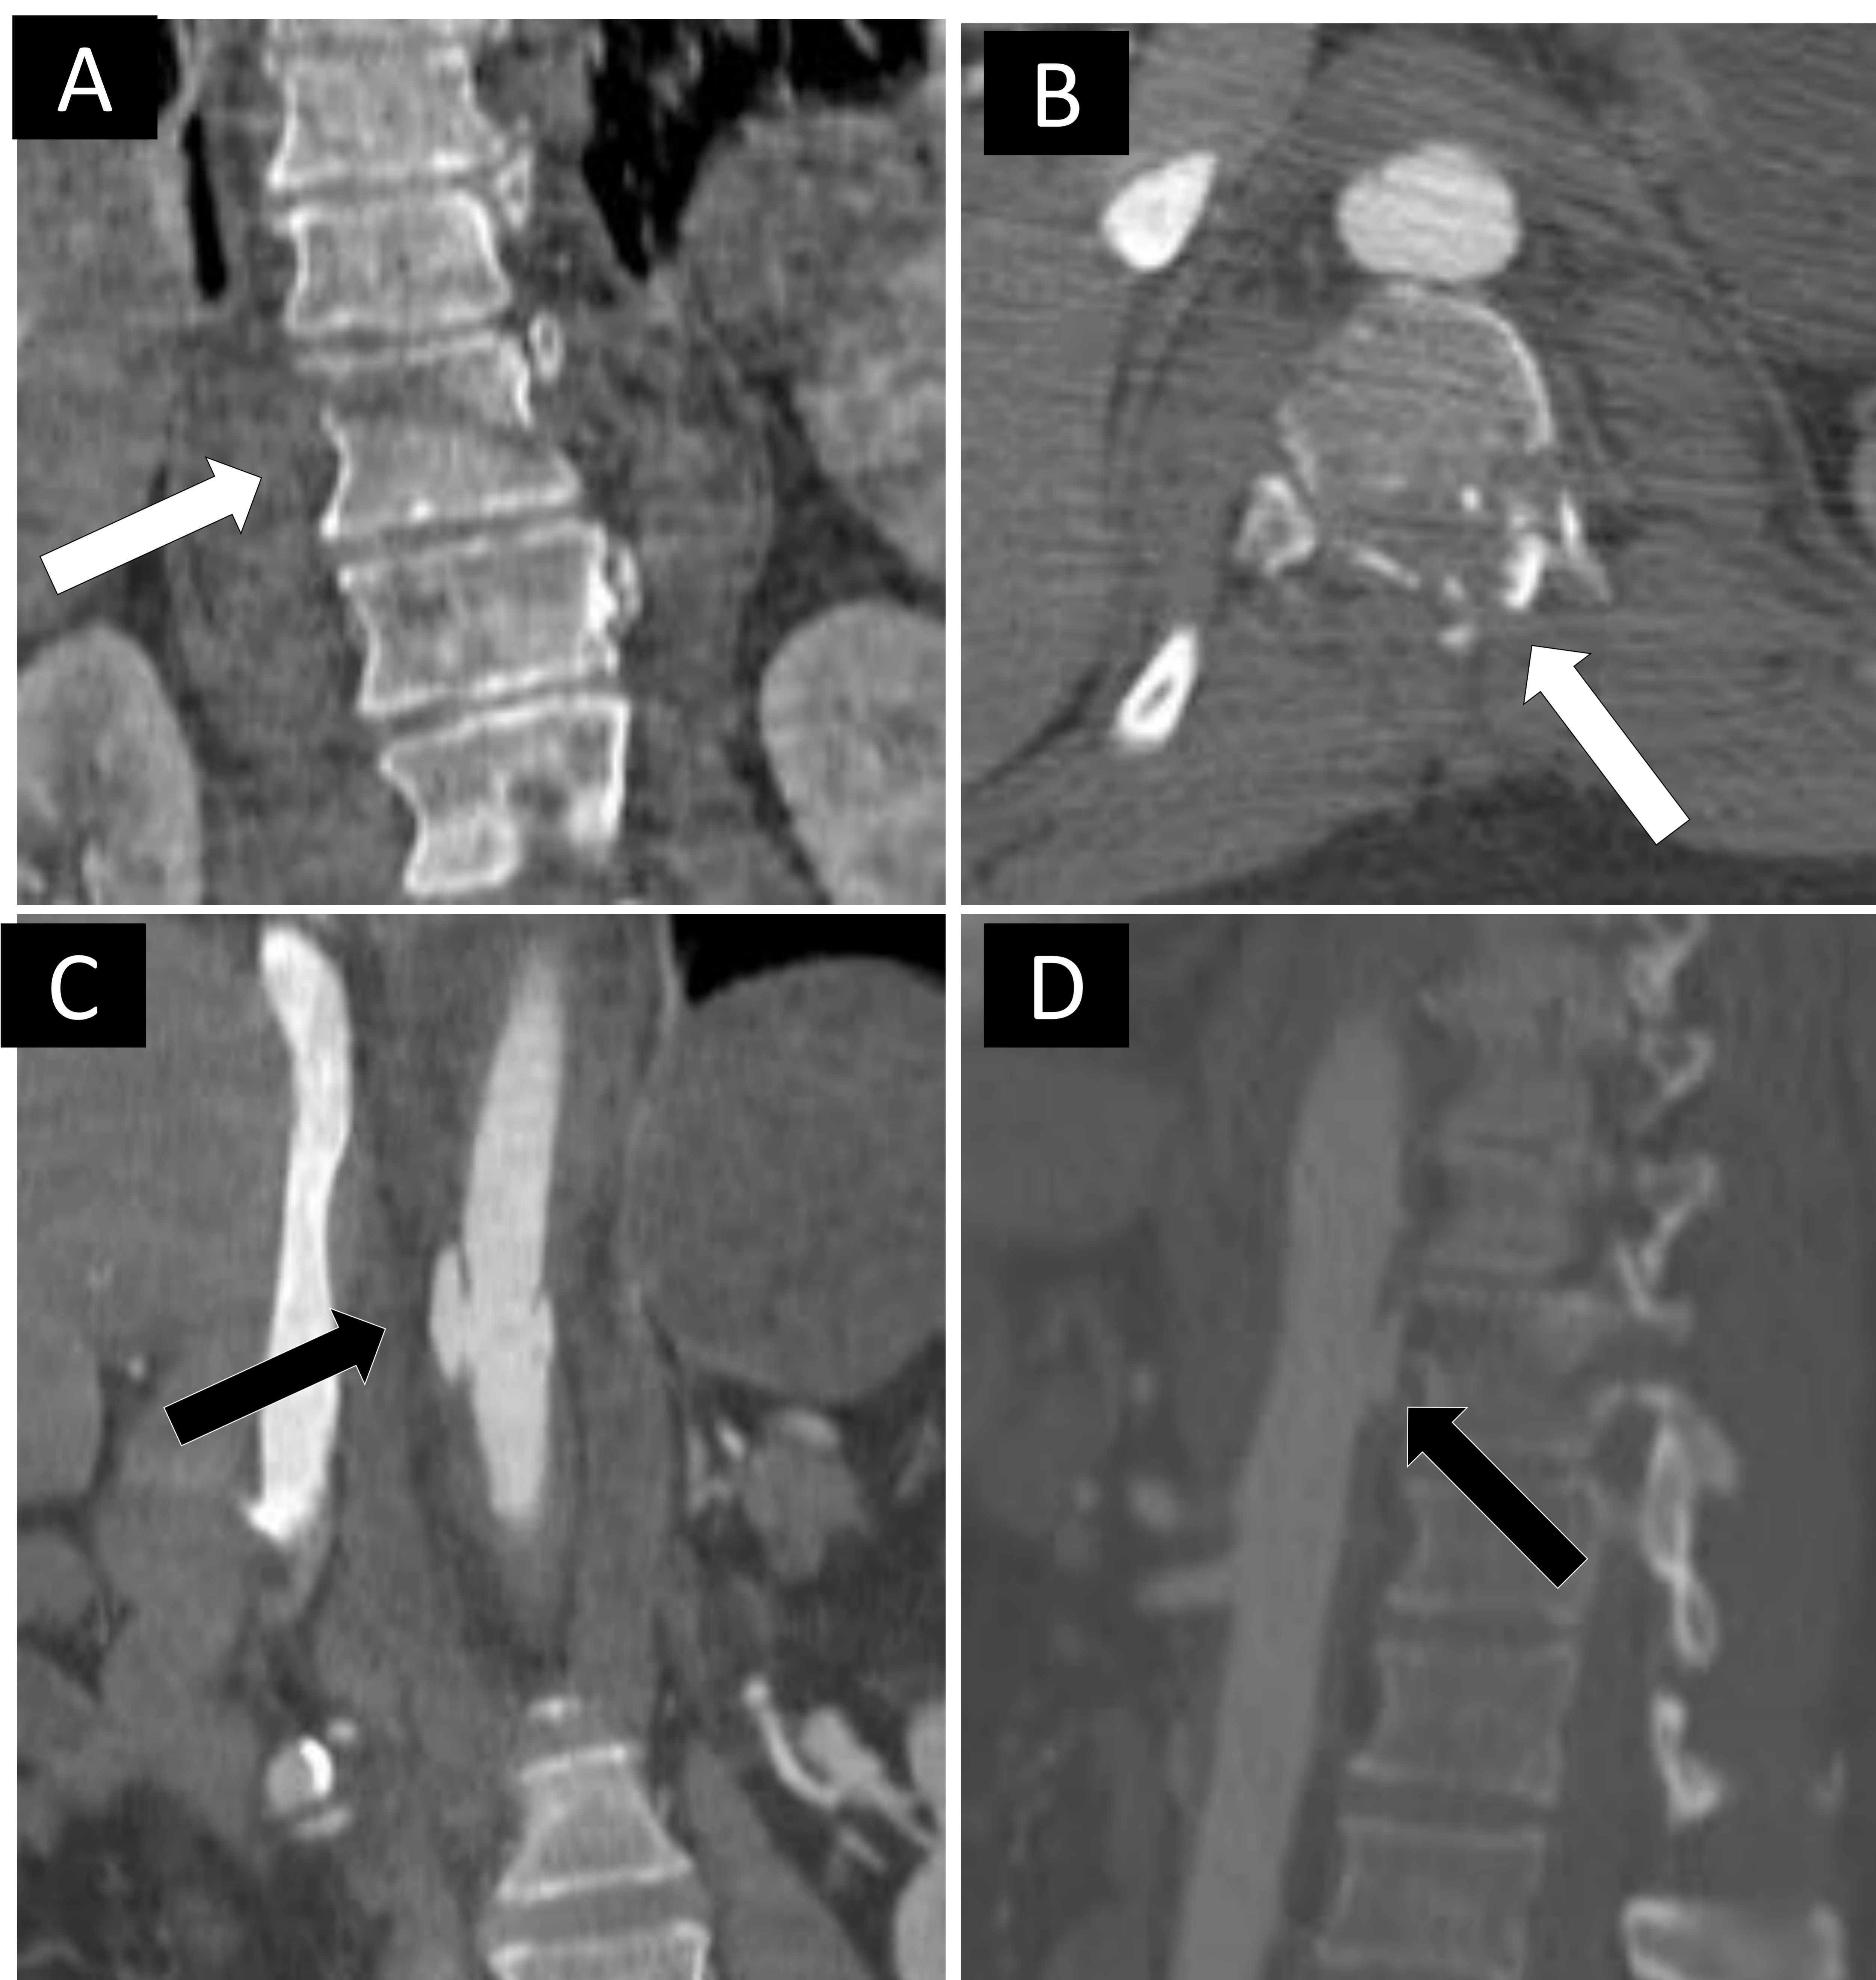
Las imágenes por TC en fase arterial (A y C coronal, B transversal y D sagital) muestran una lesión aórtica traumática grado 3. Varón de 48 años. Accidente de tráfico con amputación traumática de pierna izquierda y brazo derecho. Fractura de cuerpo vertebral (flecha blanca) con trazo de fractura transversa que se extiende desde el soma vertebral a los elementos posteriores. Asocia componente de estallido vertebral con ocupación del canal espinal. A la altura de esta fractura se observa alteración del contorno aórtico (pseudoaneurisma: flechas negras), sin visualizarse sangrado activo. Se corrigió el daño vascular con prótesis endovascular.
